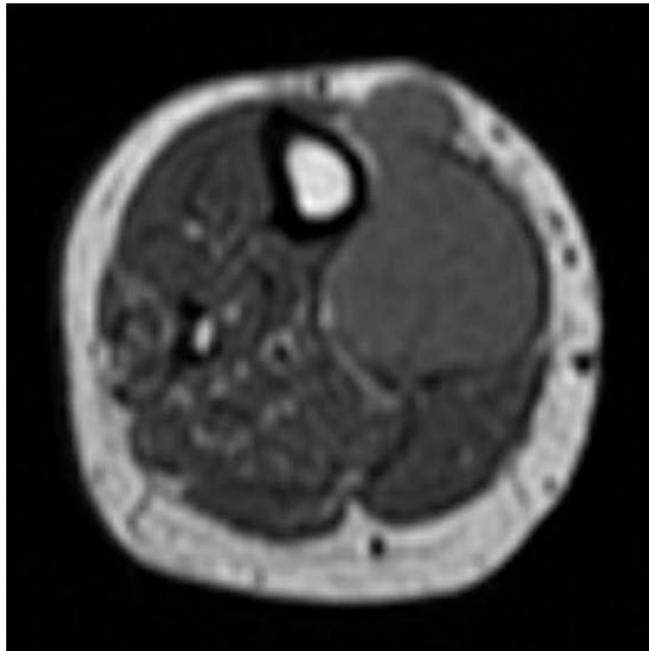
IRM de la jambe, coupe axiale pondérée T1 sans injection de produit de contraste
